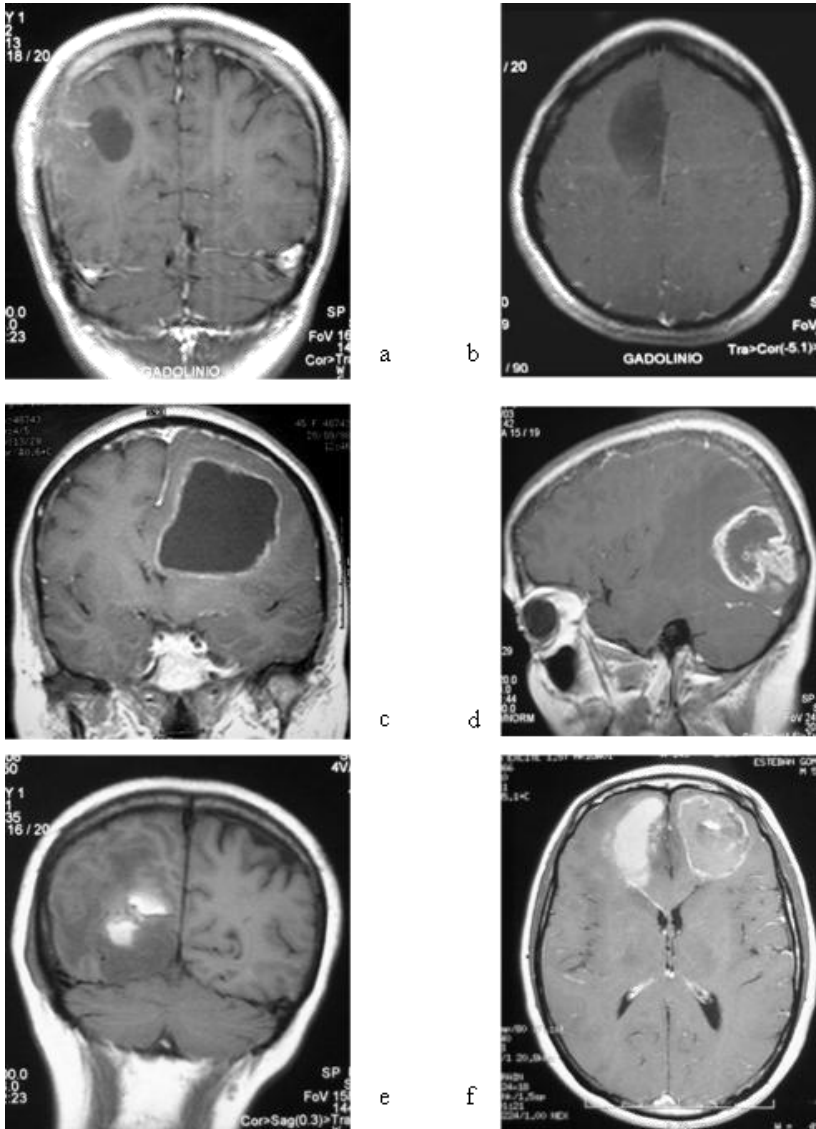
Formas de captación del contraste. Imágenes de RM secuencia potenciada en T1 con contraste intravenoso, planos coronal (a, c, e), plano axial (b, f) y plano sagital (d). Ausencia de captación de contraste (a, b), captación en anillo (c), captación anillo y nodular (d), captación homogénea (e) y captación heterogénea (f).
